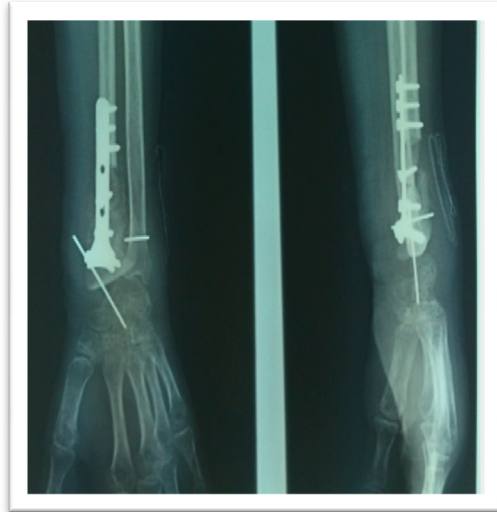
Radiographie du poignet montrant le résultat de la résection tumorale au niveau de l'EIR avec reconstruction par un greffon osseux et mise en place d'une plaque d'ostéosynthèse (cas 15).
